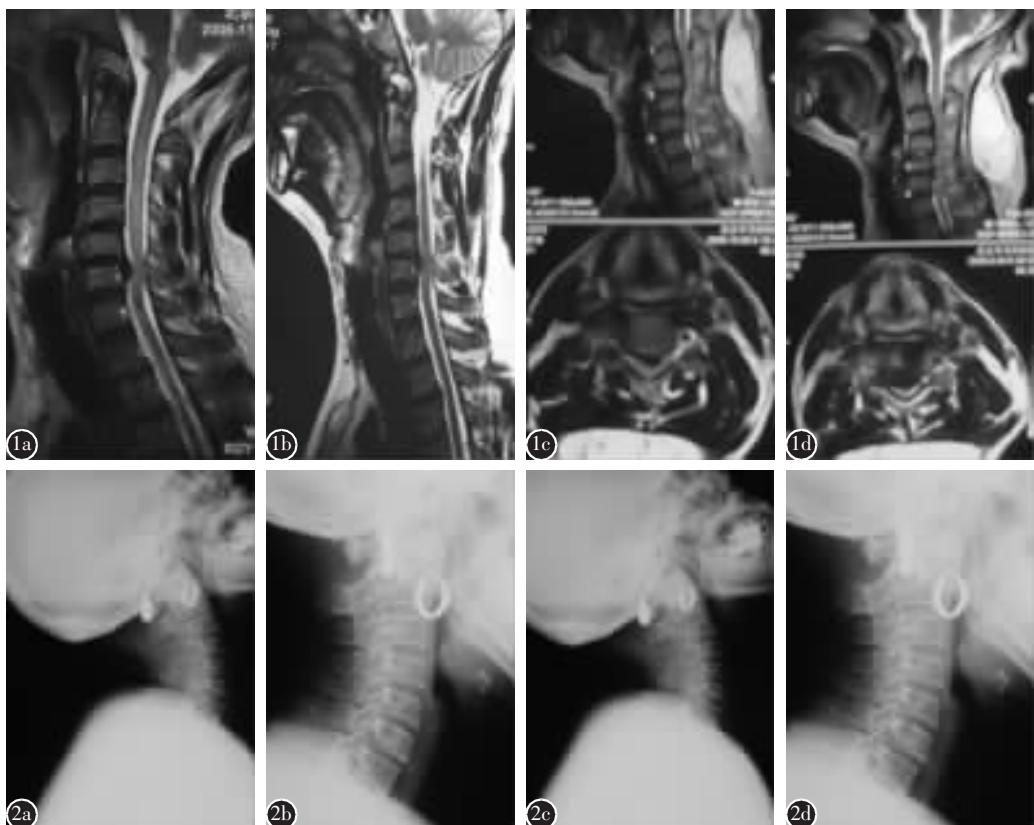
a 术前 MRI 示 C5/6 椎间盘突出,硬脊膜受压 b PCDN 术后 MRI 复查示椎间盘突出程度减少,硬脊膜受压程度减轻 c 术前 MRI 示 C5/6 椎间盘突出,硬脊膜受压 d PLDD 术后 MRI 示椎间盘突出程度减少,硬脊膜受压程度减轻 图 2 a,b 术前动力位 X 线片示颈椎稳定性良好(a 为后伸位,b 为前屈位) c,d PCDN 术后动力位 X 线片示颈椎稳定性未发生改变(c 为后伸位,d 为前屈位)
